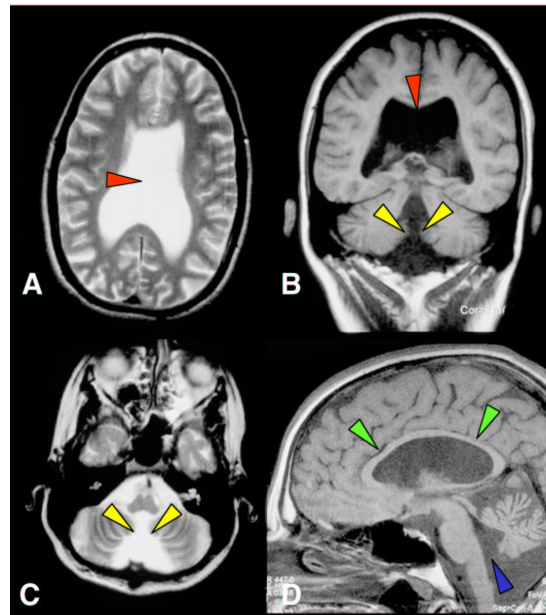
Schädel MRT des Patienten E.II:2 mit isoliertem Komplex III – Mangel (A) Transversalschnitt in der T<sub>2</sub> – Wichtung. Der rote Pfeil kennzeichnet die Stelle des fehlenden Septum pellucidum. Beide Seitenventrikel sind symmetrisch erweitert. (B) Coronschnitt in T<sub>1</sub> – Wichtung mit Darstellung des Zykloventrikels (roter Pfeil) und der Kleinhirnober- und – unterwurmhypoplasie (gelbe Pfeile) (C) Transversalschnitt in T<sub>2</sub> – Wichtung. Aufgrund einer Kleinhirnhypoplasie (gelbe Pfeile) stellen sich der vierte Ventrikel und die Cisterna magna erweitert dar. (D) Im Sagittalschnitt in T<sub>1</sub> – Wichtung sieht man die Hypoplasie des Corpus callosum (grüne Pfeile) und des Kleinhirns. Das Foramen Magendie ist deutlich erweitert (blauer Pfeil).
